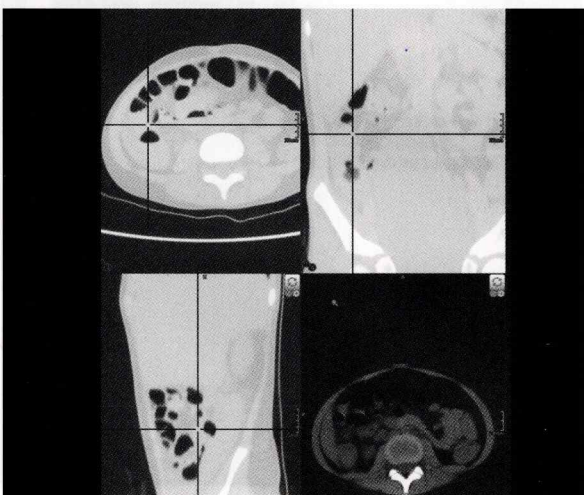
TAC DE ABDOMEN, mejoría radiológica de neumatosis intestinal y uropatía obstructiva derecha.
